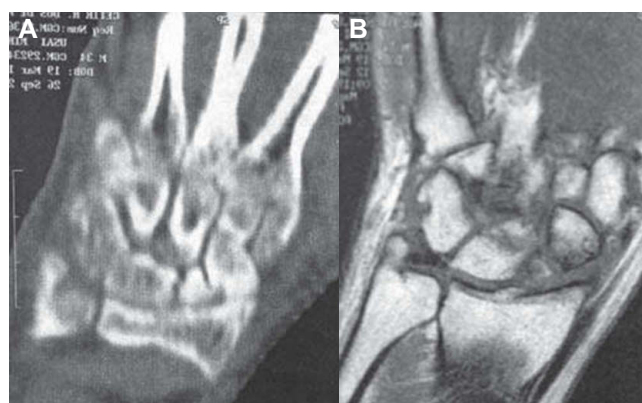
Pseudoartrosis de escafoides en la muñeca izquierda con afectación mediocarpiana (SNAC III) en un paciente varón de 35 años. A) Tomografía computarizada. B) Resonancia magnética.
